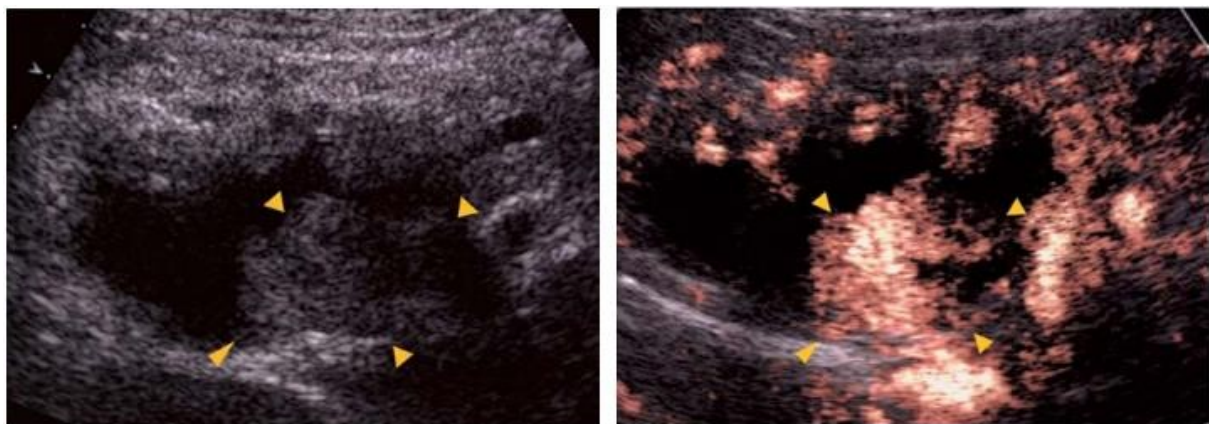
Aspetto ecografico di una IPMN cancerizzata. Risulta bene evidente la componente solida (frecce) a sinistra, che appare ipervascolarizzata, a destra, dopo somministrazione del mezzo di contrasto⁶⁸.
